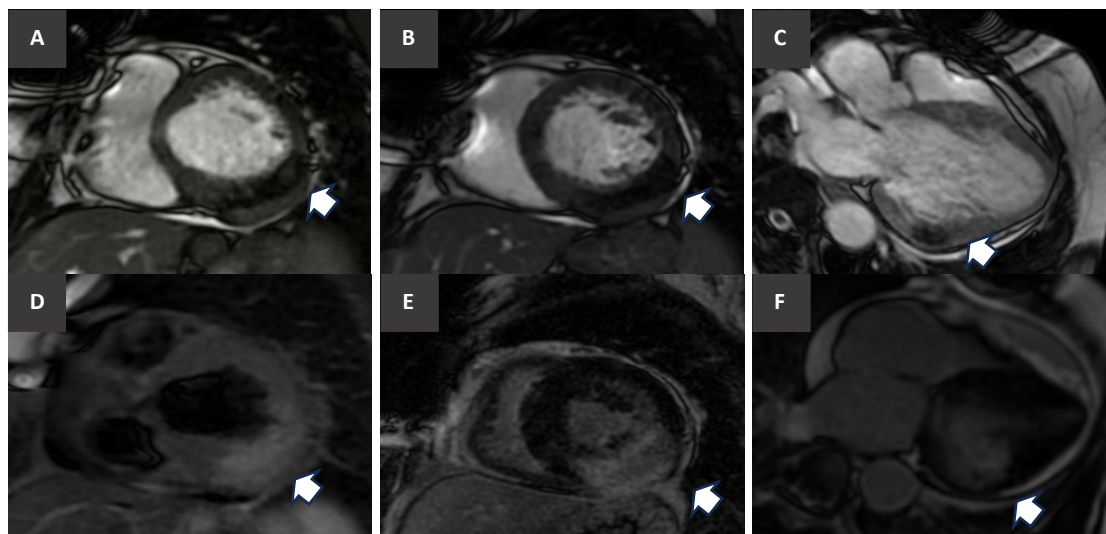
Lesão intramiocárdica evidenciada por ressonância magnética cardíaca em 2022. Massa intramiocárdica localizada nas paredes inferior e infero-lateral médio-basal do ventrículo esquerdo, com características compatíveis com tumor de baixa vascularização e tecido predominantemente fibroso. A) Sequência gradiente eco em eixo curto basal, com sinal hipointenso da lesão; B) sequência gradiente eco em eixo curto médio, evidenciando sinal hipointenso; C) projeção de três câmaras em sequência gradiente eco, com lesão de sinal hipointenso; D) sequência ponderada em T2 com supressão de gordura (short tau inversion recovery), demonstrando sinal hiperintenso; E) sequência de realce tardio em eixo curto, com acentuada impregnação tardia pelo meio de contraste; F) sequência de realce tardio em quatro câmaras, confirmando realce tardio intenso da lesão.
